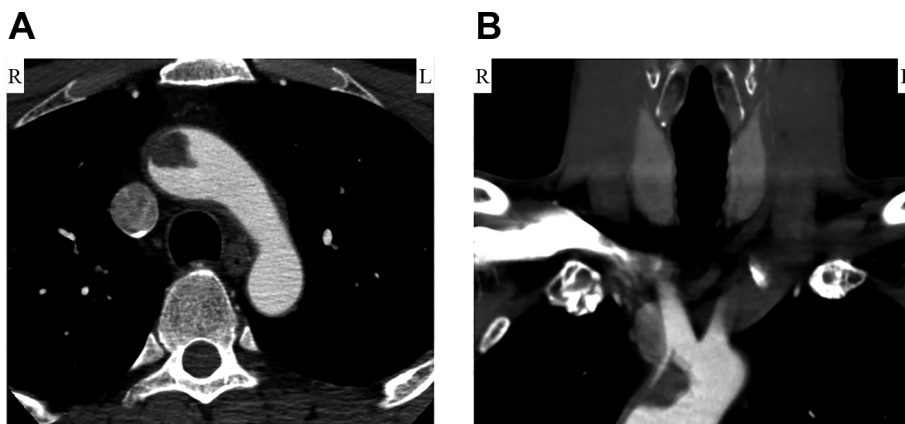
Contrast-enhanced CT.
